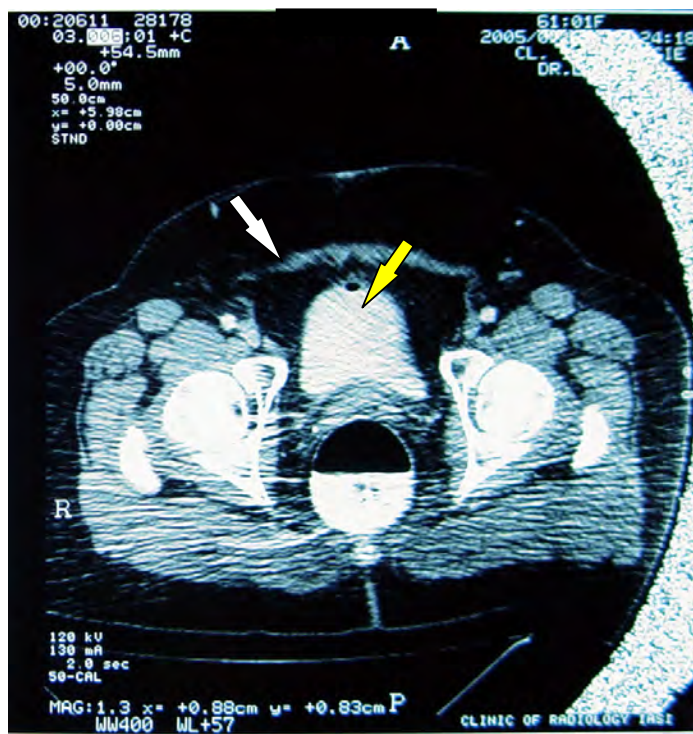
Computer tomografie preoperatorie după clismă baritată, fără administrare intravenoasă de substanță de contrast. prezența aerului (săgeata albă) și a contrastului (săgeata galbenă) în vezica urinară
